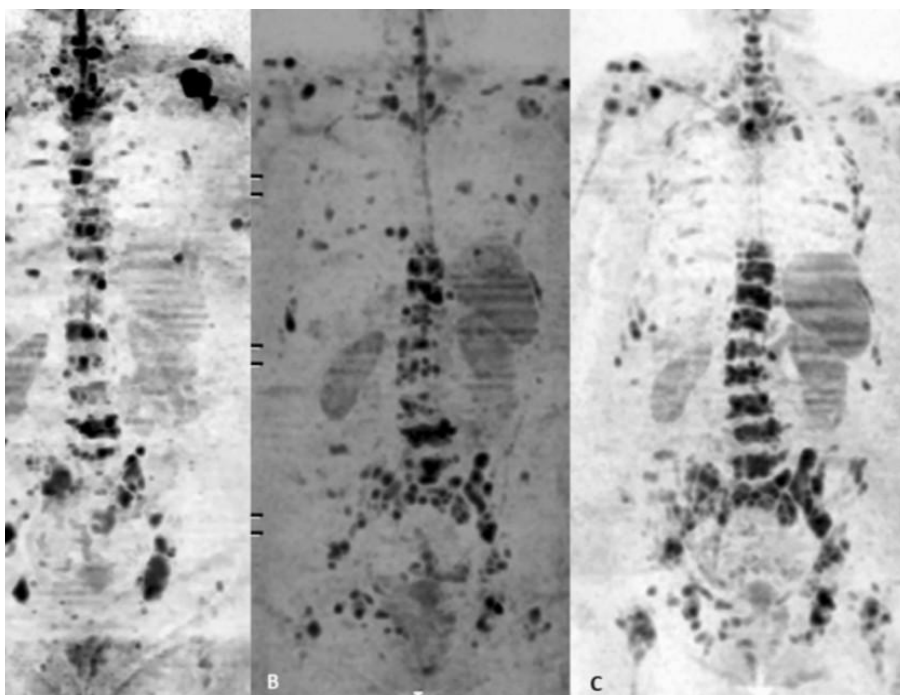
Paciente feminina de 77 anos com câncer de mama, apresentou metástases ósseas difusas no estadiamento inicial com WB/MRI (A, esquerda) com resposta heterogênea aos 6 meses (B, centro) dada a progressão da doença pélvica, doença óssea lombar e dorsal inferior e costal e resposta parcial da doença metastática nos corpos dorsais médio e superior e na cintura escapular. No acompanhamento de 3 meses (C, direita), encontramos acentuada progressão da doença óssea de forma generalizada.
